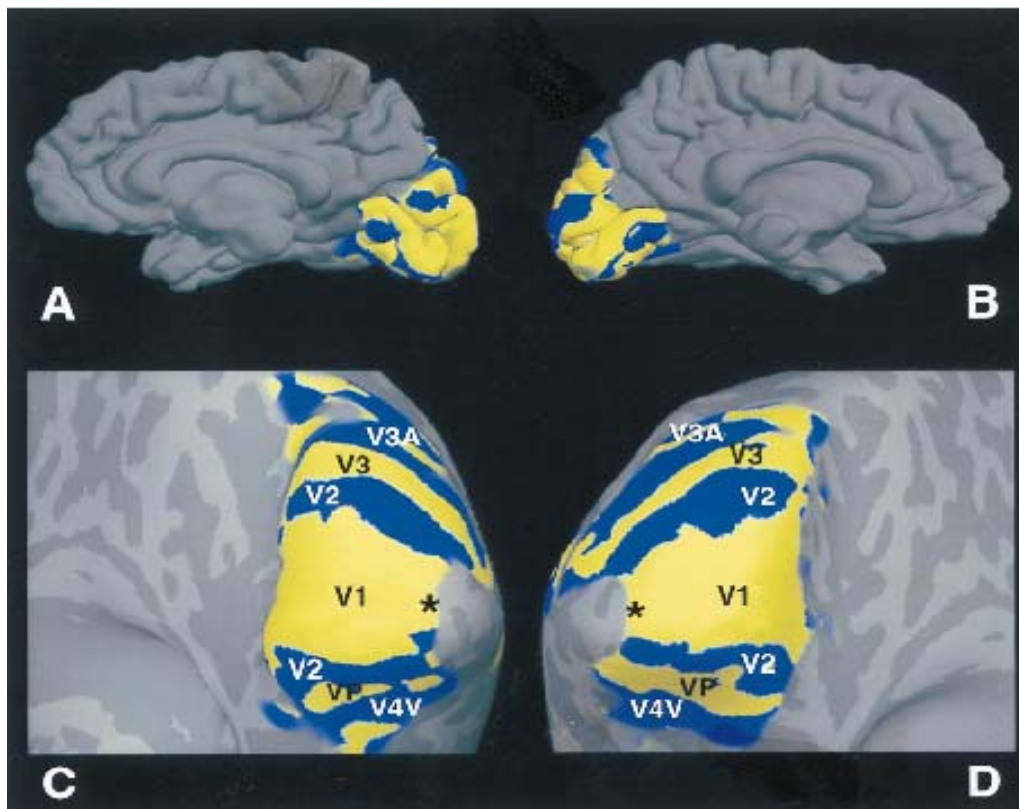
Topographie des primären visuellen Kortex (V1) und angrenzender Gebiete V2, V3, V3A, V4, VP bestimmt mittels MRT (Tootell et al., 1998)
